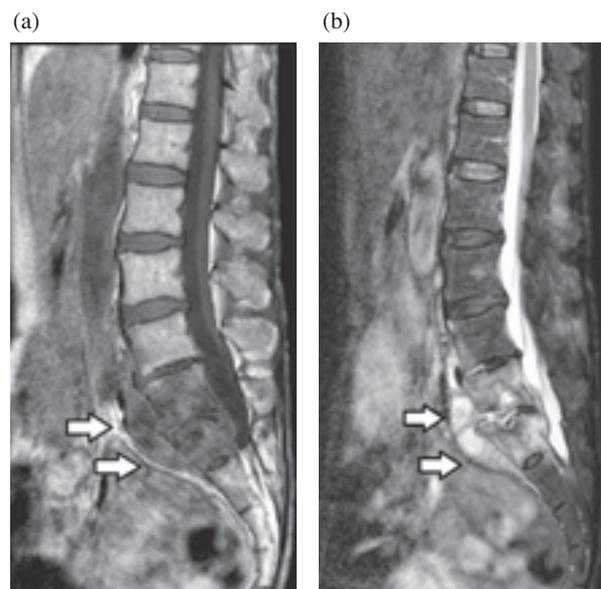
Lumbar magnetic resonance imaging (MRI) on admission. (a) T1-weighted image shows low intensity in L5/S1. (b) T2-weighted image shows high intensity in L5/S1. Paravertebral abscess is located in front of L5/S1 (\Rightarrow).
